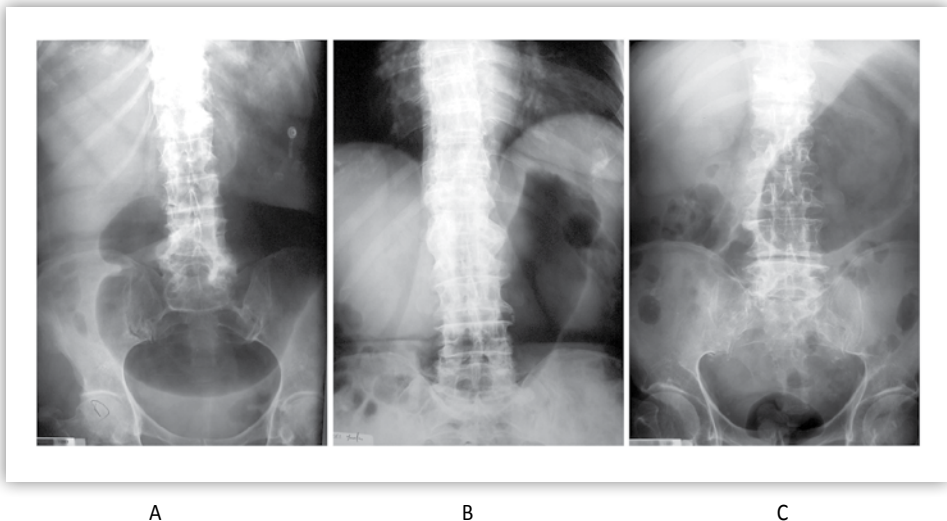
Radiografía simple de abdomen que muestra una dilatación aguda gástrica en relación con diferentes etiologías: A) Diabetes mellitus. B) Estenosis pilórica péptica. C) Estenosis pilórica neoplásica.
